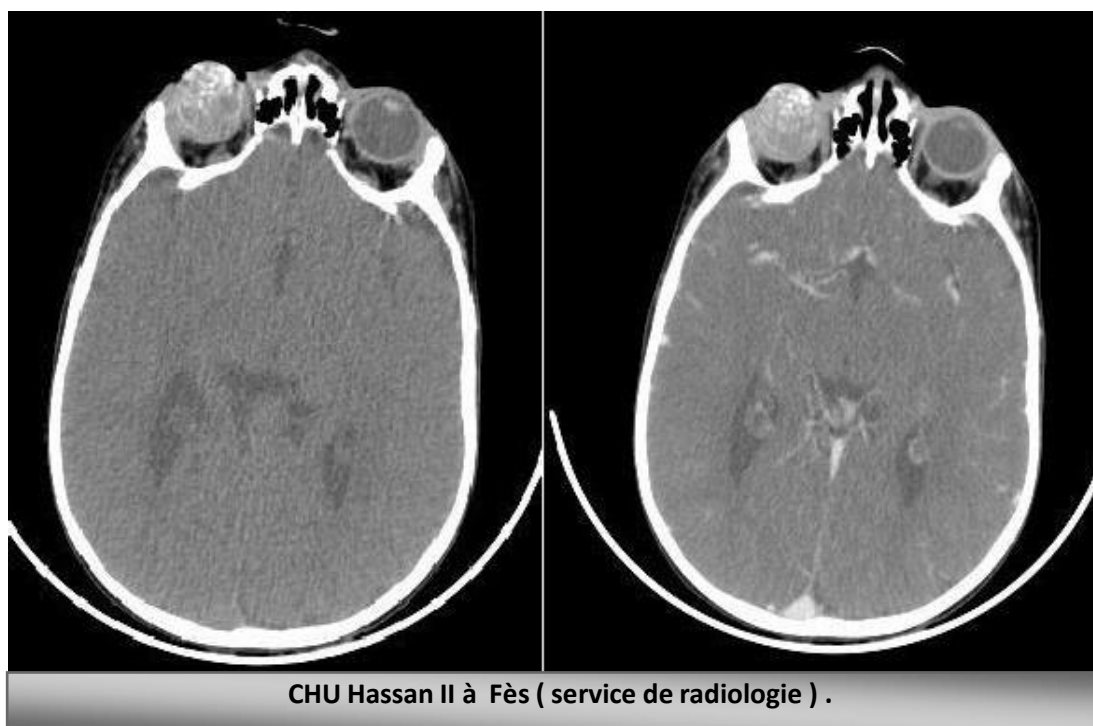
TDM orbito-cérébrale montrant un rétinoblastome au stade évolué [71].
